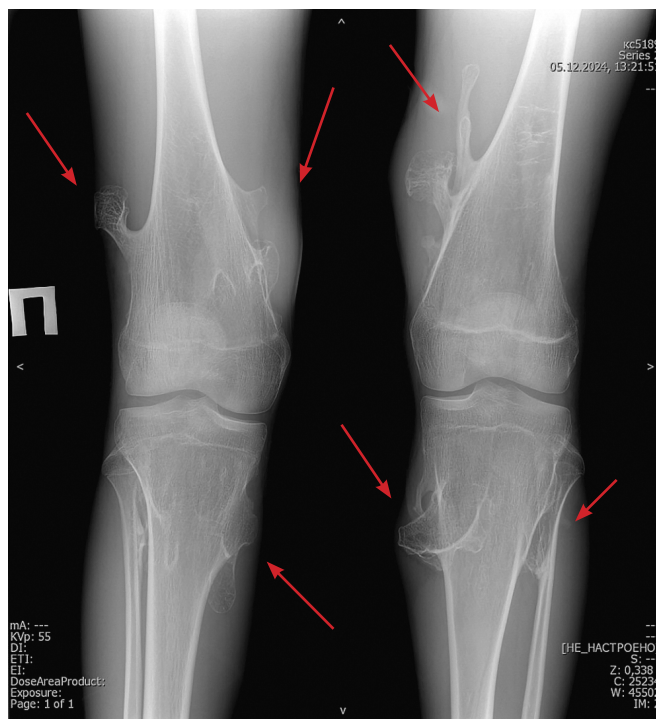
Рентгенограмма коленных суставов в прямой проекции
